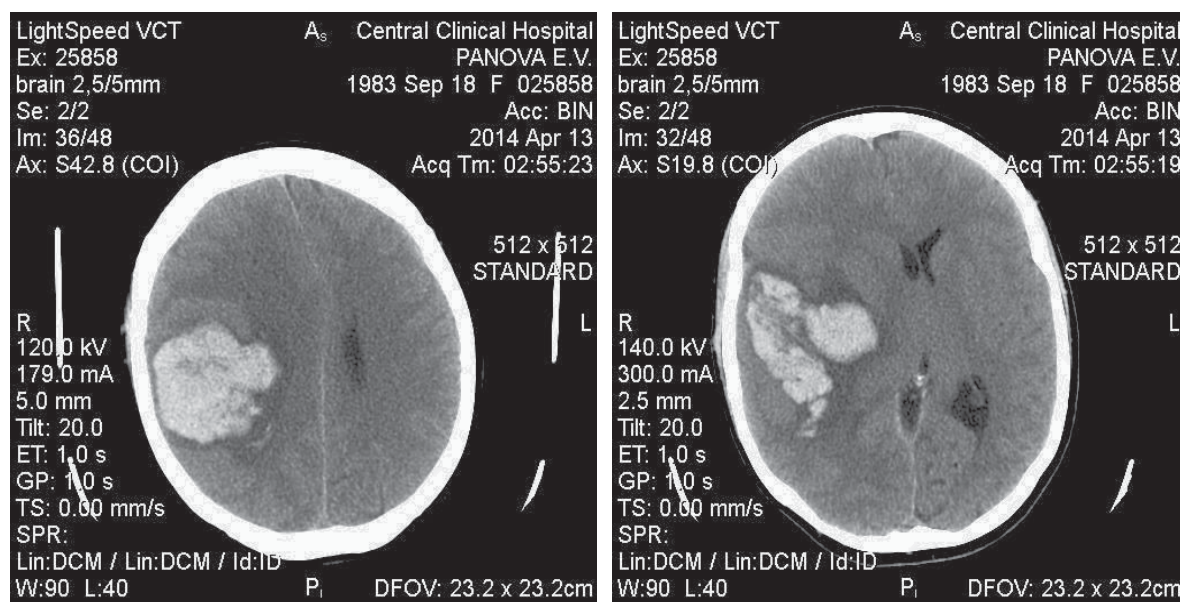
Спиральная КТ головного мозга. До операции.
